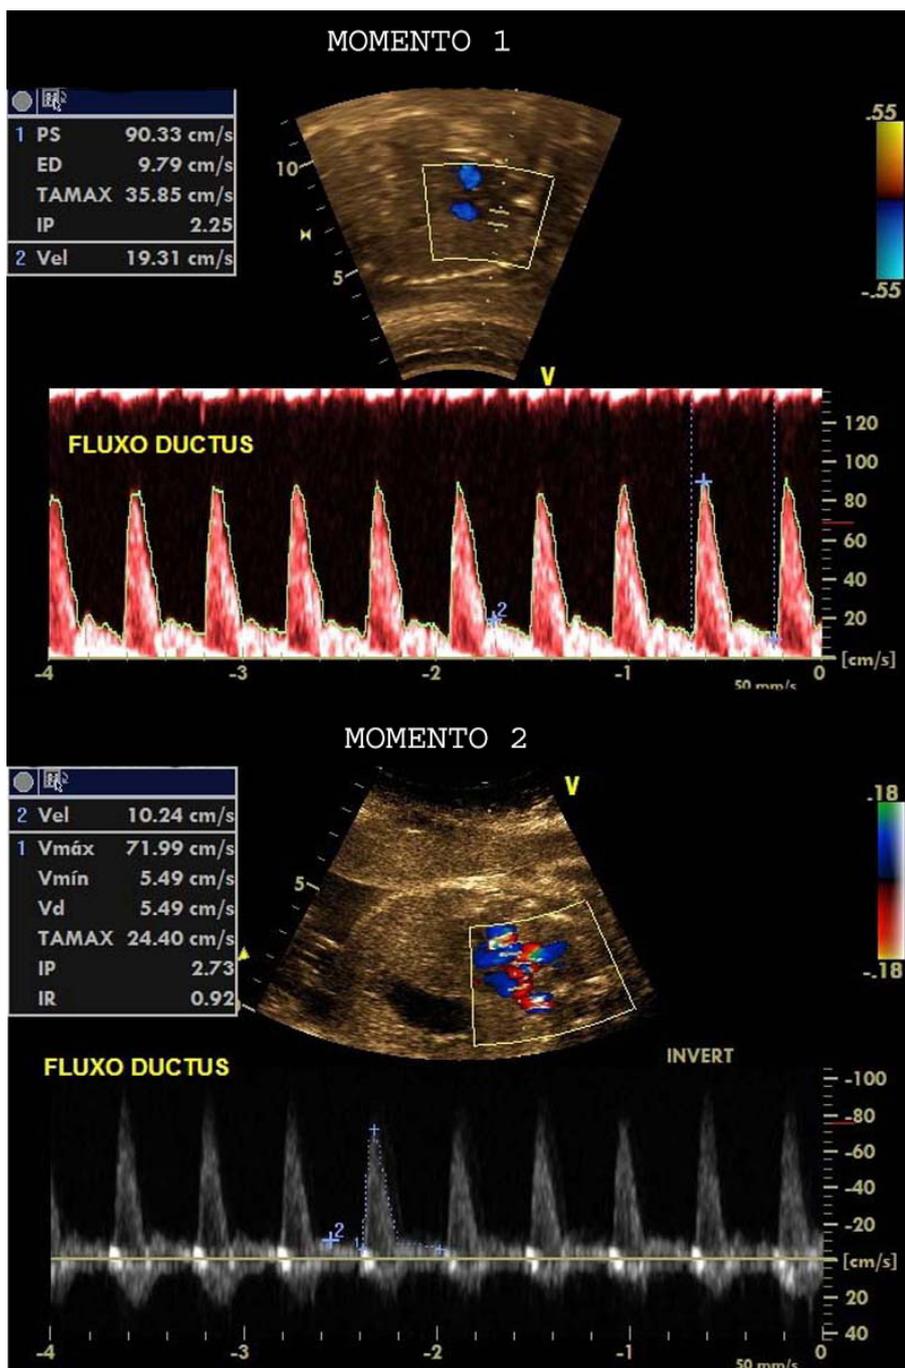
Achados Dopplerecardiográficos em um feto de 29 semanas antes e duas semanas após intervenção dietética para restrição de alimentos ricos em polifenóis. Observa-se diminuição das velocidades sistólica (de 0,93 m/s para 0,71 m/s) e diastólica (de 0,19 m/s para 0,10 m/s), assim como aumento do índice de pulsatilidade (de 2,25 para 2,73) no ducto arterioso.
